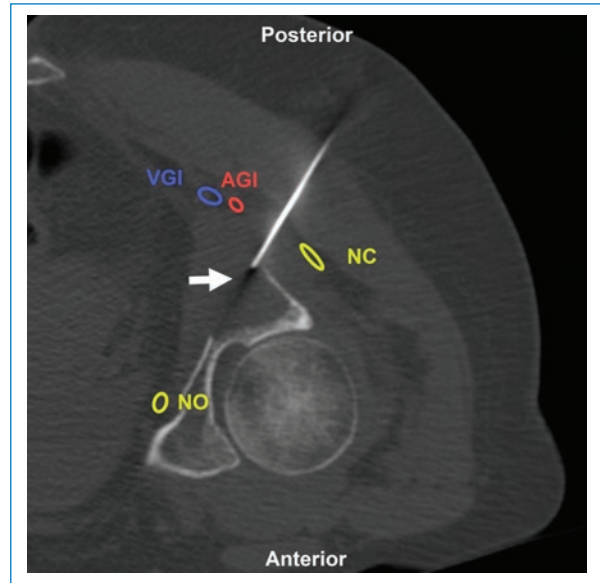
Mujer de 59 años con antecedentes de cáncer de mama en reestadificación por lesión lítica. BP con abordaje directo posterior (flecha) bajo TC. Estructuras a evitar: NC: nervio ciático; AGI: arteria glútea inferior; VGI: vena glútea inferior; NO: nervio obturador. Aguja utilizada: Franseen 18 G. Diagnóstico final: infiltración por adenocarcinoma de origen mamario.
